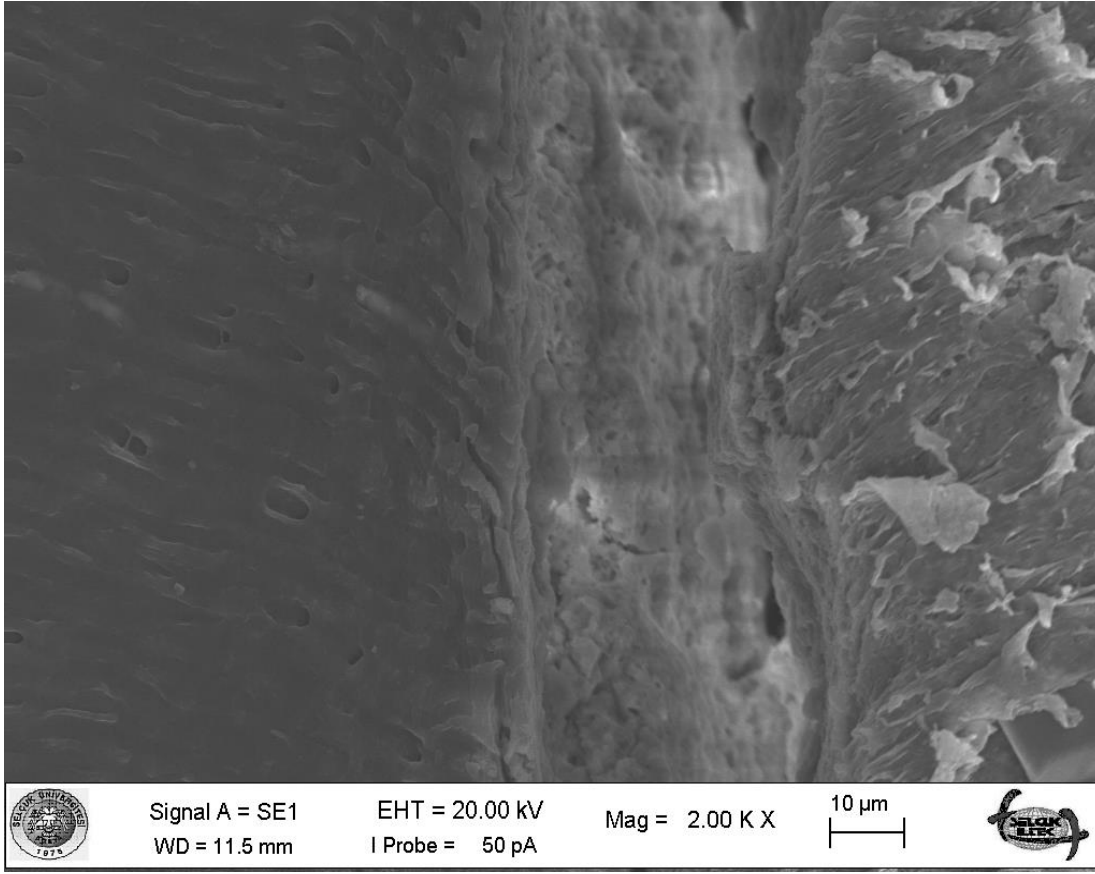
Endosequence BC Sealer-Isıtılmış güta-perkanın enjeksiyon yöntemi grubuna ait bir örneğin SEM mikrografisi (x1000)
